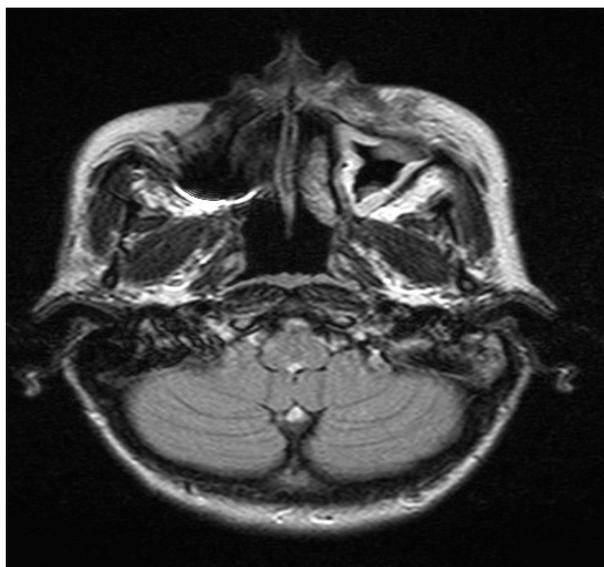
МРТ мягких тканей лица после КИПЛ щек, наблюдается в глубоком слое подкожно-жировой клетчатки визуализировалась гипозохогенная неоднородная зона с анозохогенными множественными каплевидными включениями
